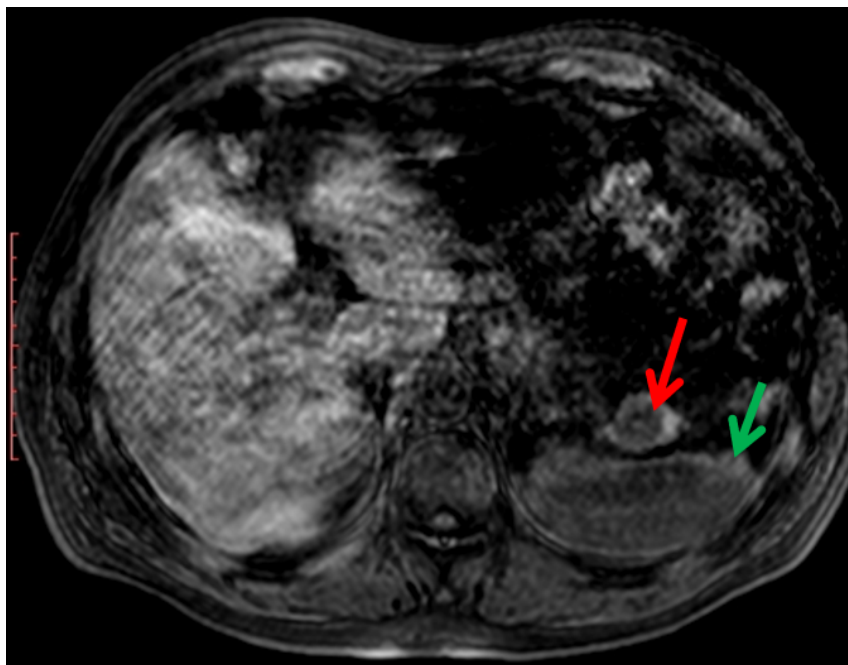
Ressonância Magnética (RM) ponderada em T1, sem auxílio de contraste, revelando imagem nodular na cauda pancreática (seta vermelha), exibindo sinal e padrão de realce semelhante ao baço (seta verde) e hipointensidade em comparação com o parênquima pancreático.
